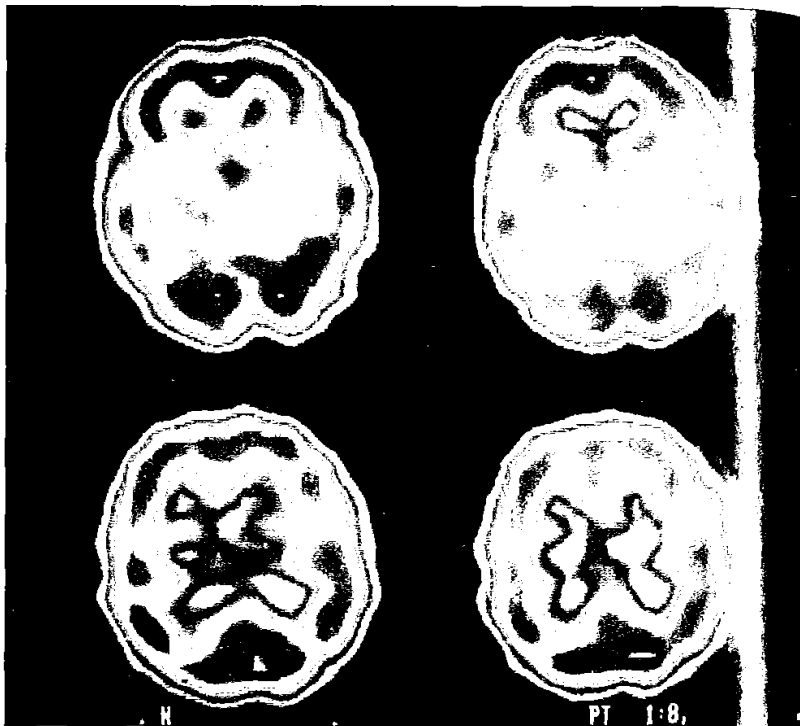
Tomografía de emisión de fotones cerebral en un voluntario sano. La captación es homogénea y simétrica en los cuatro niveles de corte.
